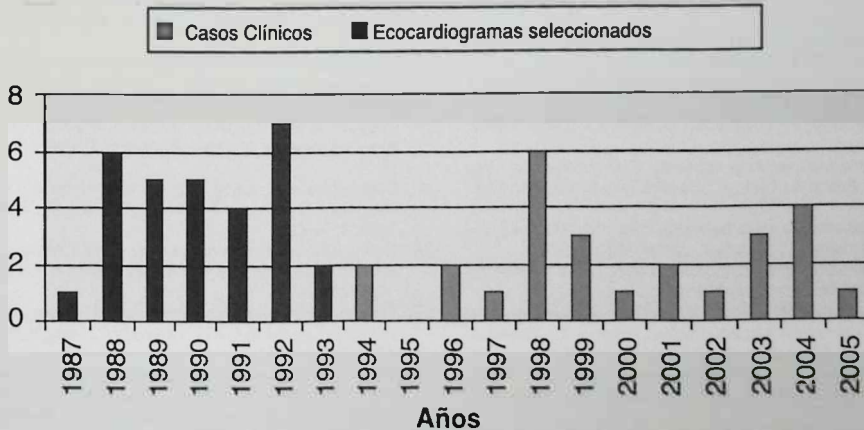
Evolución del número anual de ecocardiogramas seleccionados y casos clínicos publicados en Latido.
